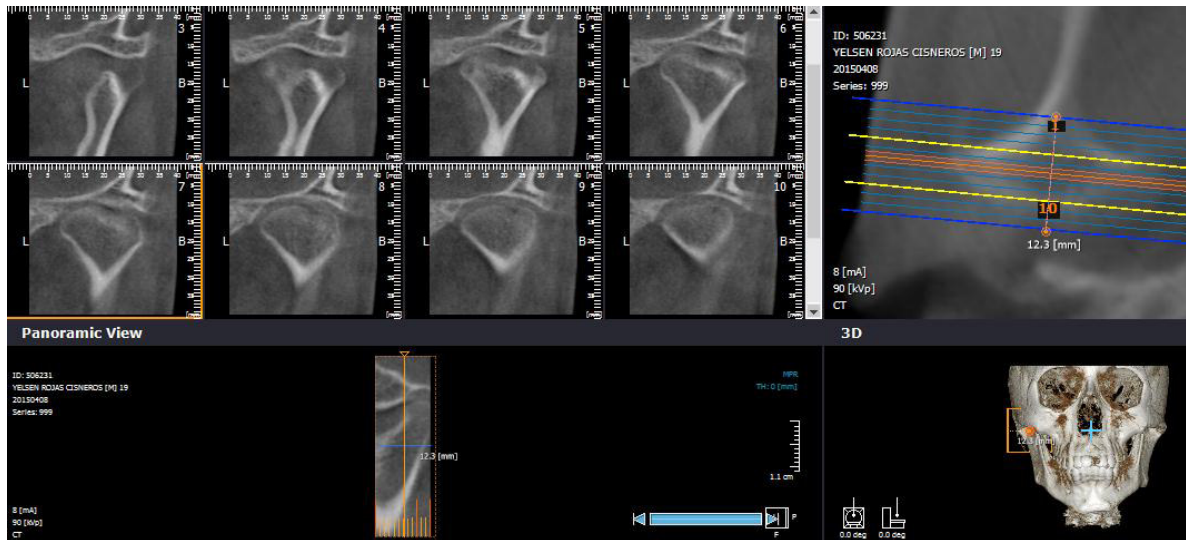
Imagenología. Cortes Paracoronaes de la ATM lado derecha; obtenida de la reconstrucción tomográfica Cone Beam.
